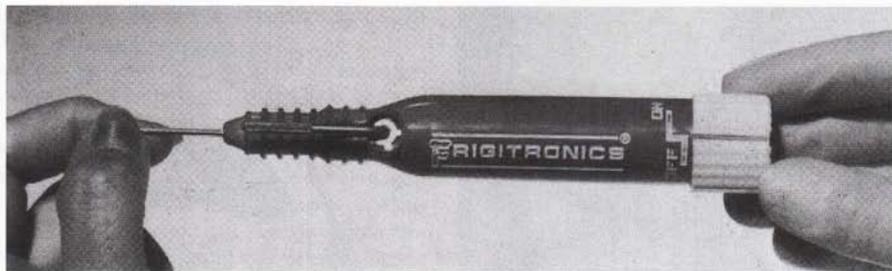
Crioextractor (descartable) de manejo manual que se emplea para la extracción de un cristalino opaco. (Cortesía de Frigitrronics, Inc., Shelton, CT.)
